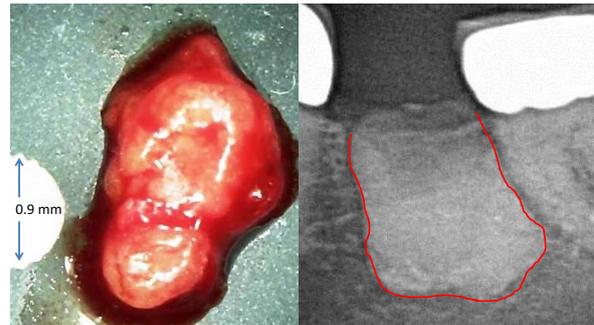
Das linke Bild zeigt einen Klumpen fettig-degenerierter Osteonekrose des Kieferknochenmarks (FDOK); das rechte Bild zeigt im 2D-Röntgen das Ausmaß der Osteonekrose, durch Kontrastmittel verdeutlicht.
